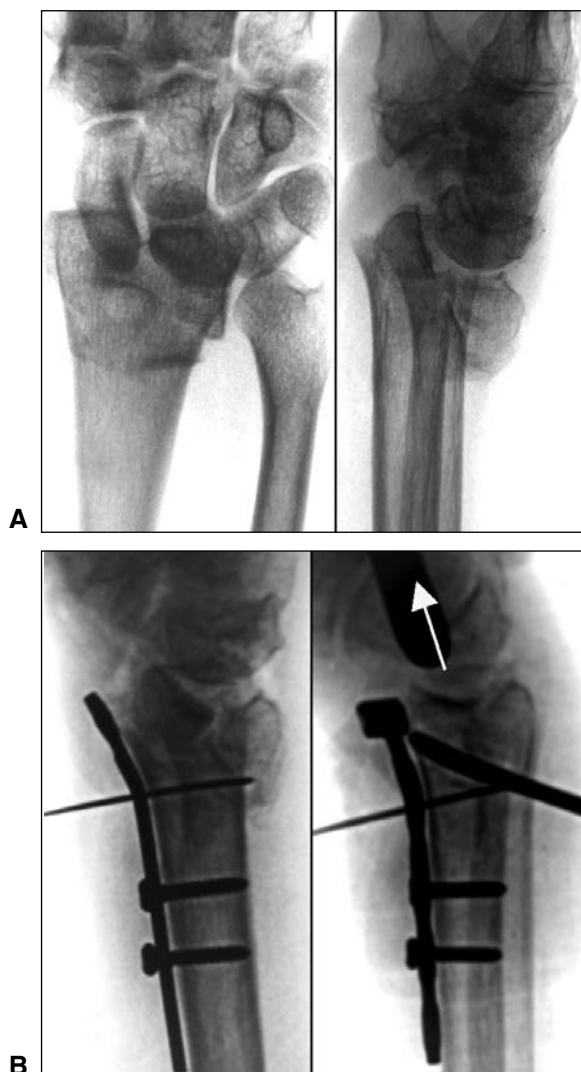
A. Radiografías preoperatorias de frente y de perfil de una fractura compleja del radio distal.
